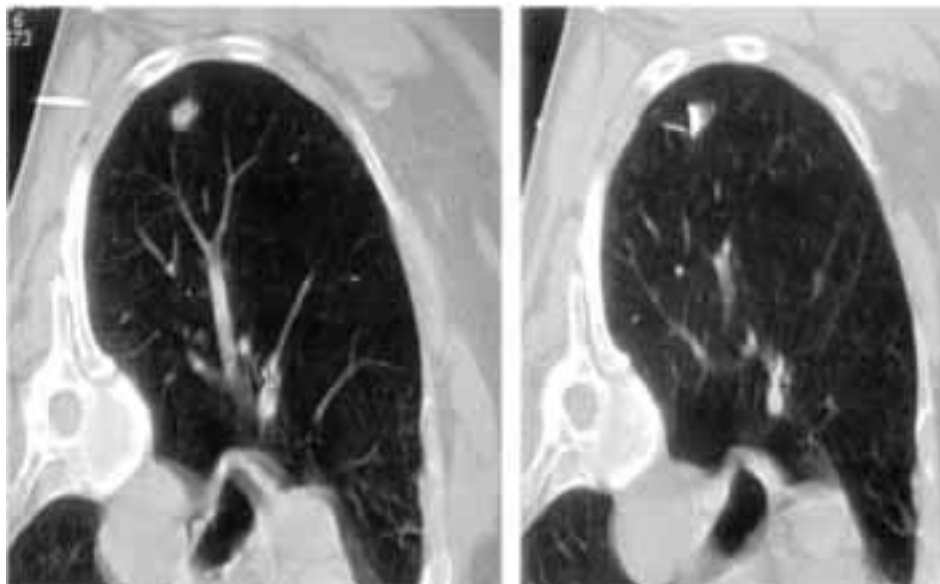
Sinistra*: La scansione TAC mostra la lesione e l'introduttore inserito nella parete toracica (la punta si porta verso l'area che circonda il nodulo). *Destra*: La spirale è stata spinta contro la lesione.
